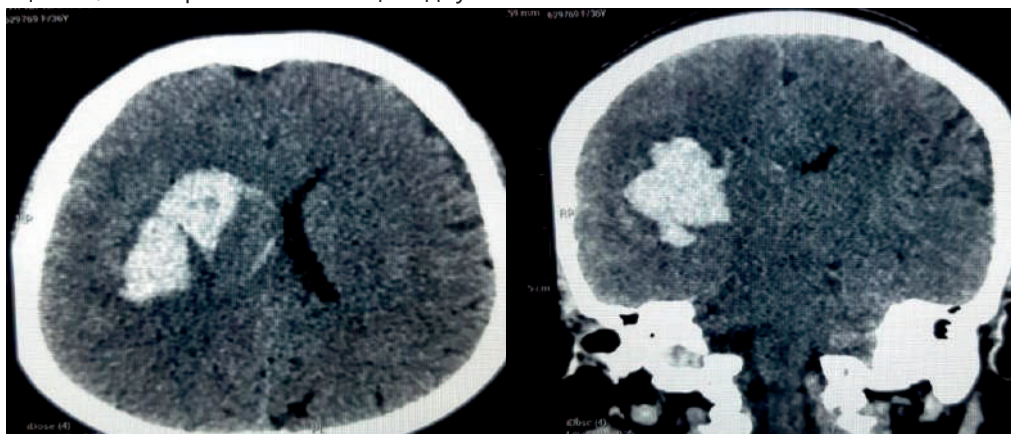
Зона перифокального отека на КТ
